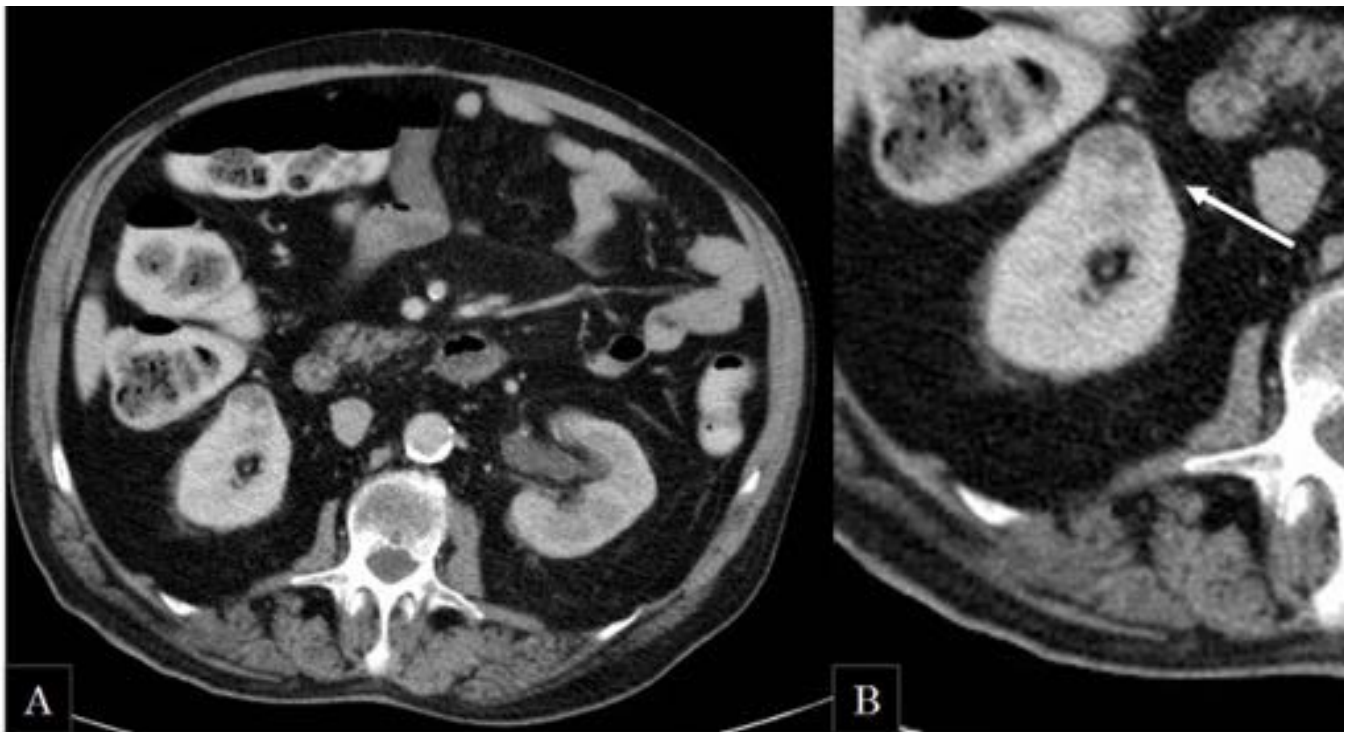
Varón de 70 años. TC abdominal en fase venosa. A) corte axial: Se observa una lesión cortical de aproximadamente 17 mm en el margen anterior del polo inferior del riñón derecho que altera el contorno de la cortical y realza de forma heterogénea. La lesión permanecía estable con respecto al control previo.
